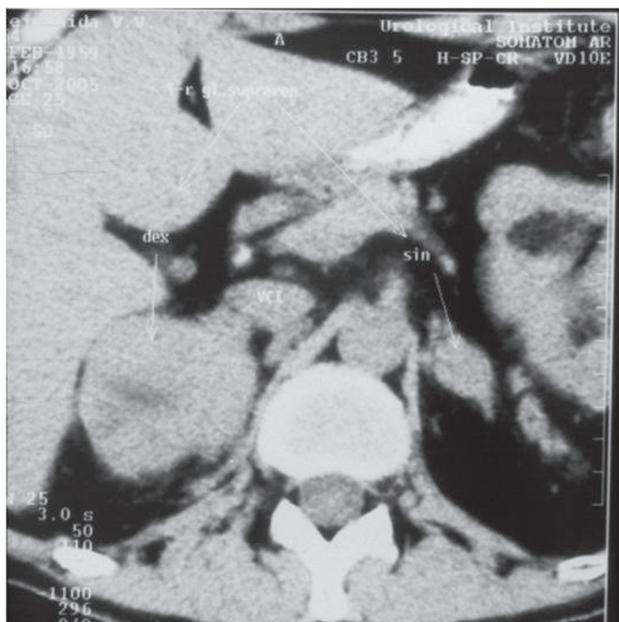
Двобічне ураження надниркових залоз ангіосаркою (комп'ютерна томограма).
